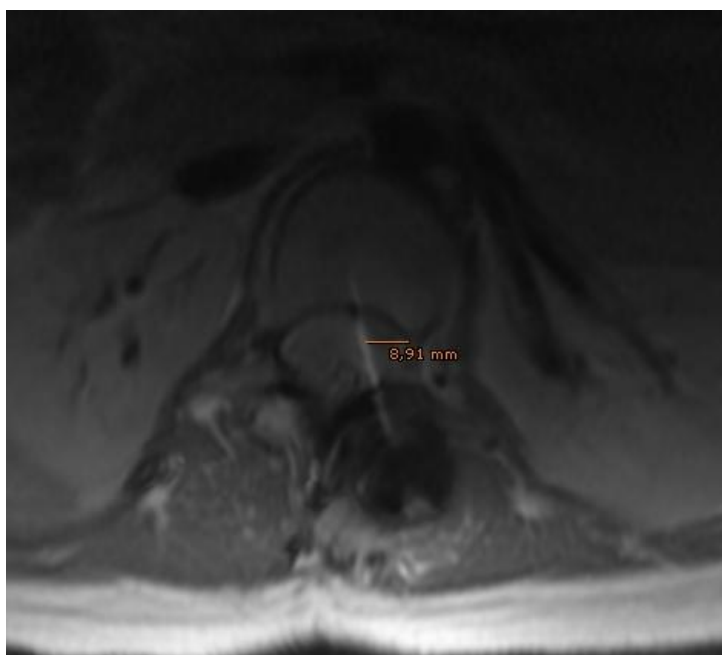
(izquierda), 5 (derecha). Análisis de la brecha cortical de los tornillos malposicionados a través de imágenes de cortes axiales de raquis obtenidos mediante RM. Imagen 4: secuencia DP MAVRIC SL, nivel L1. Imagen 5: secuencia STIR MAVRIC SL, nivel L1.
